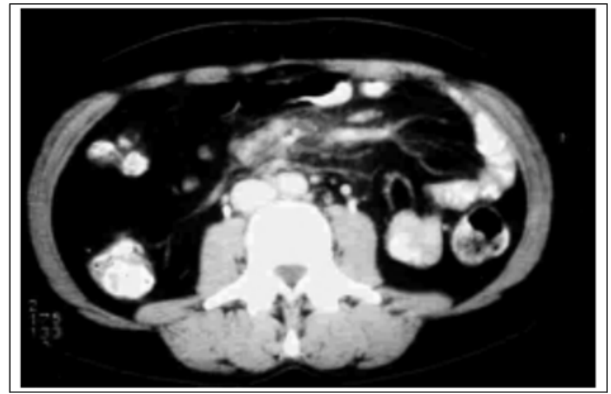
Tomografía computarizada en la que se detectan adenopatías en localización retroperitoneal, paraaórtica, interaortocava y raíz de mesenterio y engrosamiento de la grasa en torno al pedículo vascular central del mesenterio
